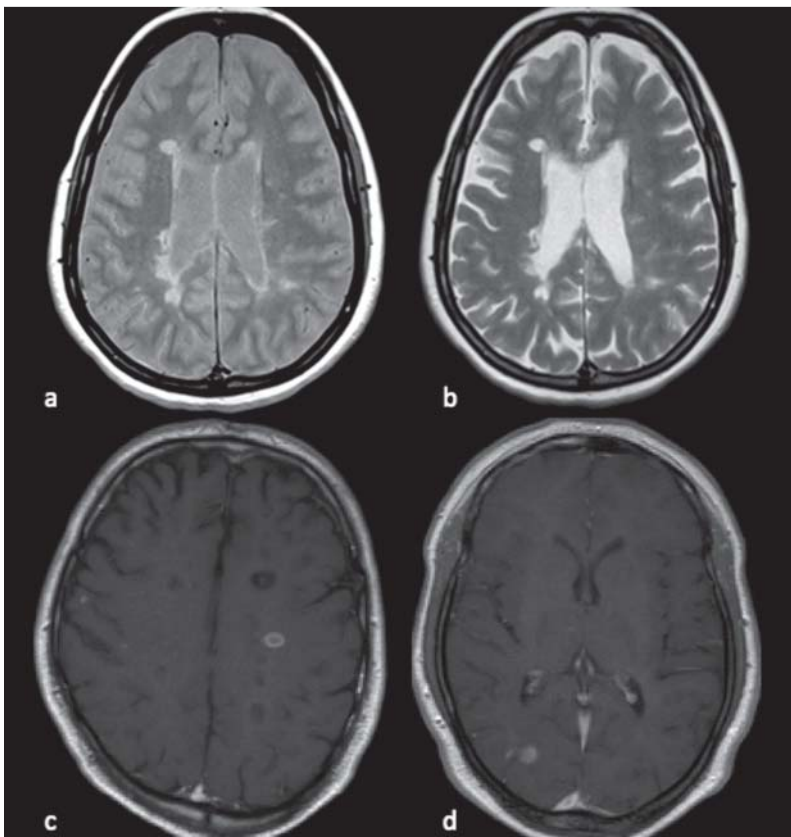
Signalverhalten der MS-Läsionen in den wichtigsten MRT-Sequenzen: a protonengewichtet; b T2-gewichtet; c–d T1-gewichtet nach Kontrastmittelapplikation. In c kommen neben akut entzündlichen Läsionen auch persistierende hypointense Läsionen („black holes“) vor.
